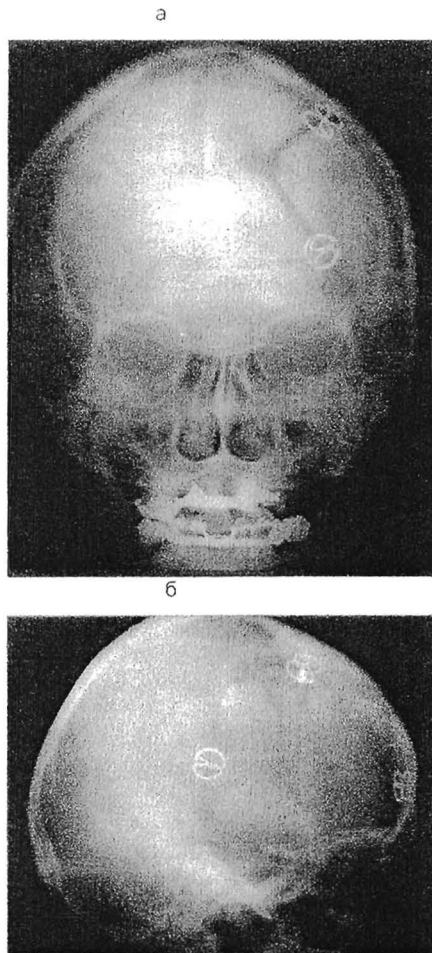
Рентгенография черепа после постановки краниофиксаторов: а – прямая, б – боковая проекции)
